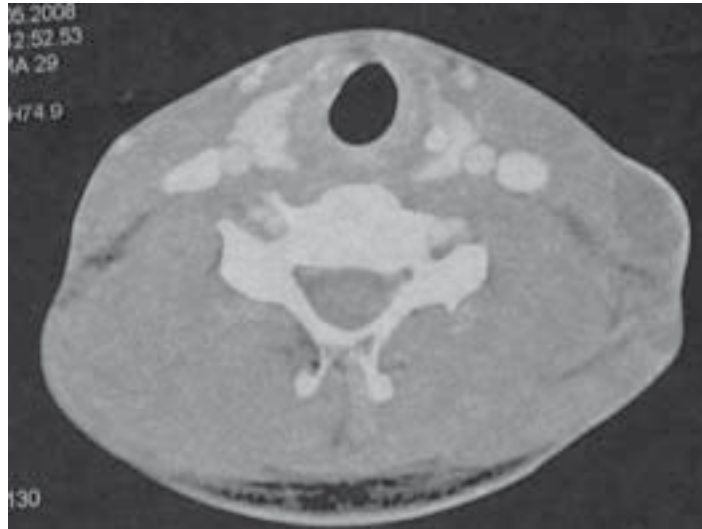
Axiales CT des Halses mit glatt begrenzter, zystisch imponierender Raumforderung und hypodensem Inhalt.
